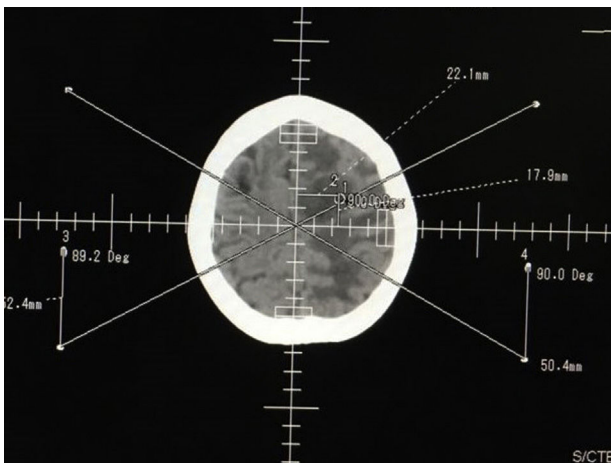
TC de cerebro que muestra marcación previa a la biopsia.
